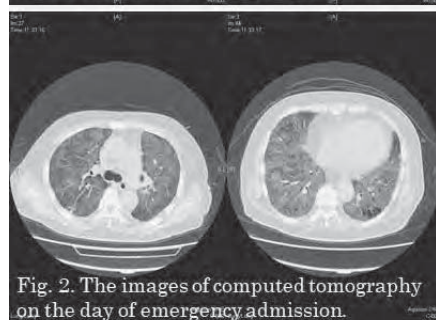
The images of computed tomography on the day of emergency admission.
